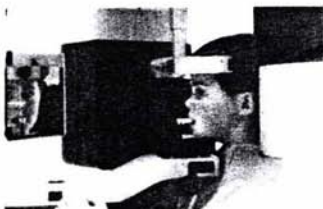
Posición durante la toma de radiografías panorámicas
